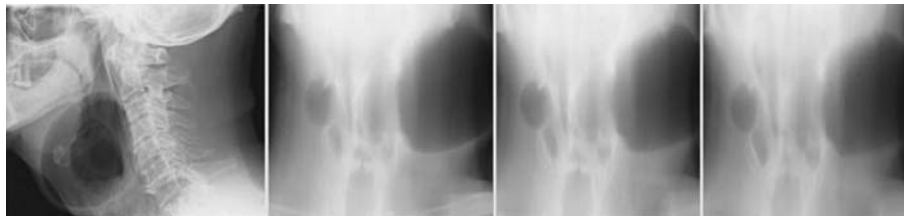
Боковая рентгенография шеи по Земцову и томография гортани пациента Я, 1929 года рождения. Определяются огромные многокамерные кистовидные образования слева, суживающие воздушный столб гортаноглотки. Справа кисты меньшего размера.
